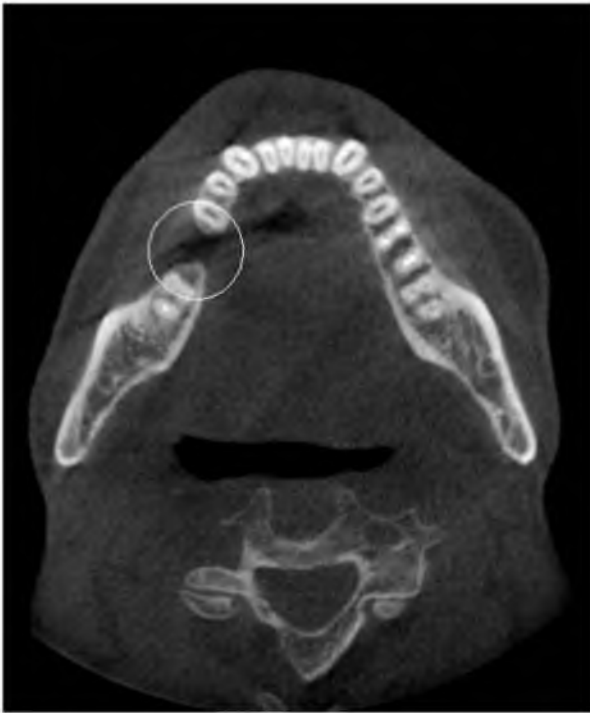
Елементи томограми черепа хворого В., 52 роки
